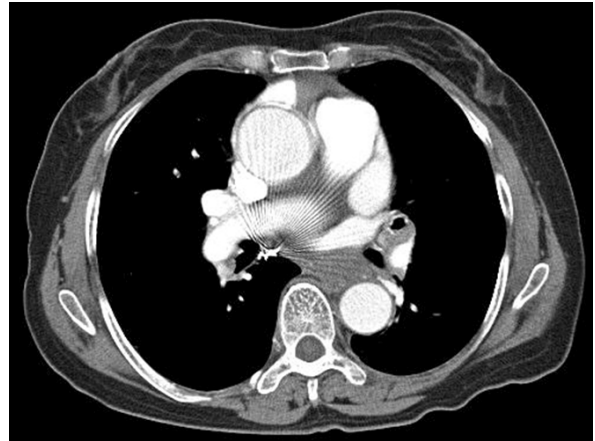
Follow up chest CT was performed 4 weeks later after embolization. Metal stent coils' shadowing is seen. No more bronchial artery aneurysm is detected.
